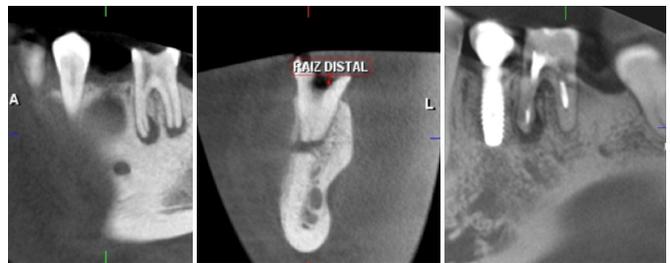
Imágenes comparativas cone beam 2011- 2013.
